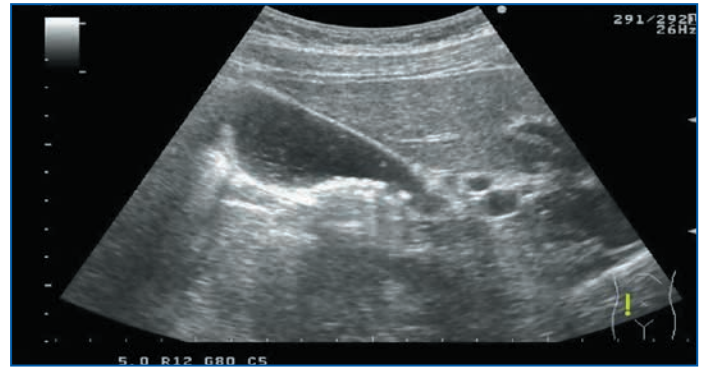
Данные УЗИ ОБП пациентки П., 37 лет, при обращении: в просвете желчного пузыря густое содержимое, сгустки с включением конкрементов до 3–4 мм в диаметре со слабой тенью
